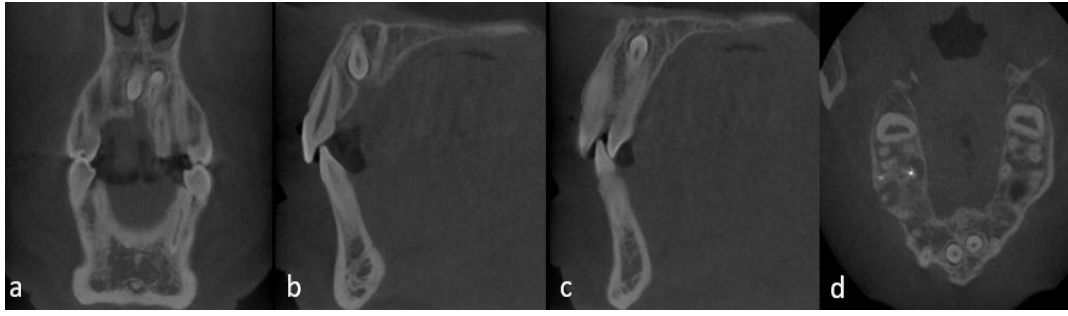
CBCT Images of Mesiodentes A. Coronal Vision of the Mesiodentes B. Sagittal Vision of the Right Mesiodens C. Sagittal Vision of the Left Mesiodens D. Axial Vision of the Mesiodentes
